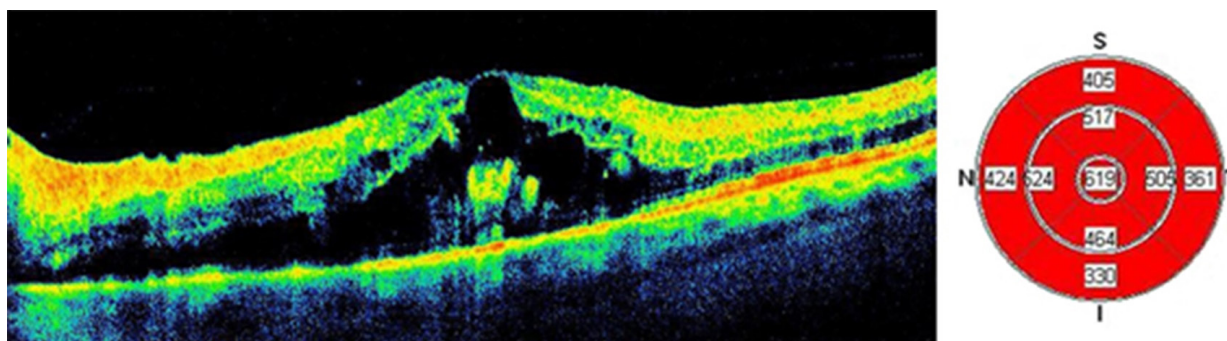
Результаты оптической когерентной томографии левого глаза пациента Ц. (47 лет) исходно: кистозный макулярный отёк, увеличение центральной толщины сетчатки
